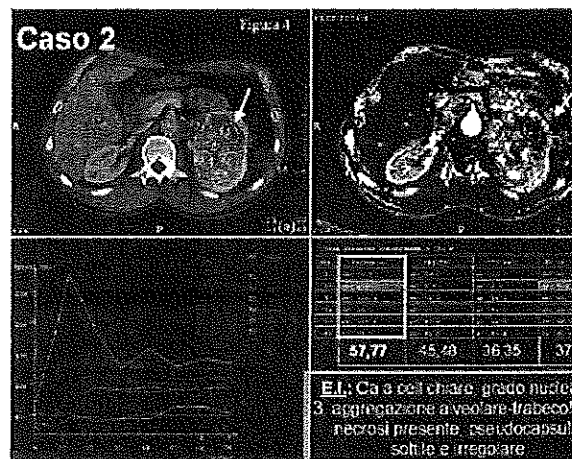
CASO 2: TC convenzionale (a) e TC con perfusione (b) correlata all'esame istologico (c)
